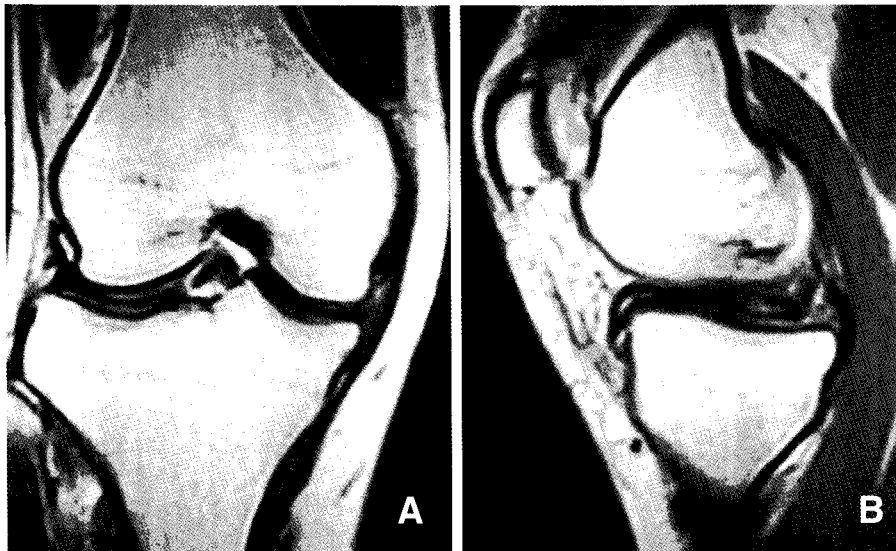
The MRI of the right knee. (A) T1-weighted coronal image showing medial meniscus extended to intercondylar notch even in the mid coronal level, in contrast to lateral meniscus. (B) T1-weighted sagittal image showing discoid medial meniscus with horizontal tear.
